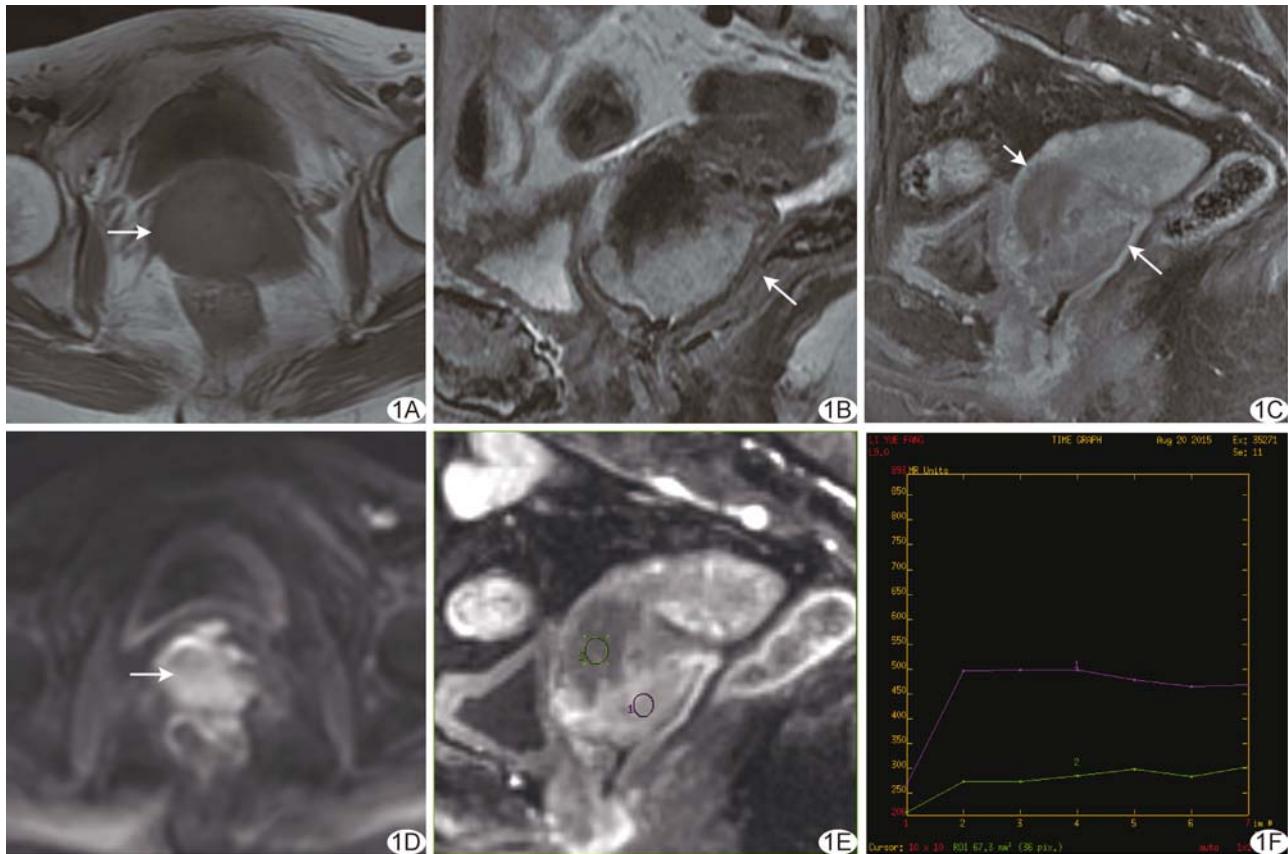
患者女,49岁,宫颈低分化鳞状细胞癌ⅣA期,同步放化疗结束后肿瘤残余,治疗前盆腔MRI。A.轴位T1WI示肿瘤呈不规则等低信号(箭);B.矢状位T2WI示肿瘤呈不规则等高信号(箭),与膀胱后壁关系密切;C.矢状位增强T1WI示肿瘤不均匀强化(短箭为低强化区,长箭为高强化区);D.轴位DWI图像示肿瘤明显高信号(箭);E.矢状位动态增强T1WI示宫颈癌强化信号不均匀,分别于高强化区及低强化区勾画ROI;F.相应TIC示低强化区血供差,存在缺血缺氧
